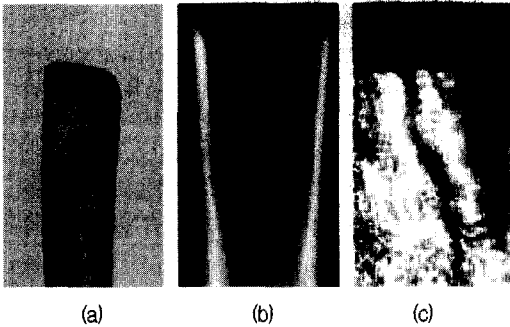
Micro fracture shown on the cortical bone of the pork femur. (a) optical photograph, (b) X ray image, (c) ultrasonic C scan image
